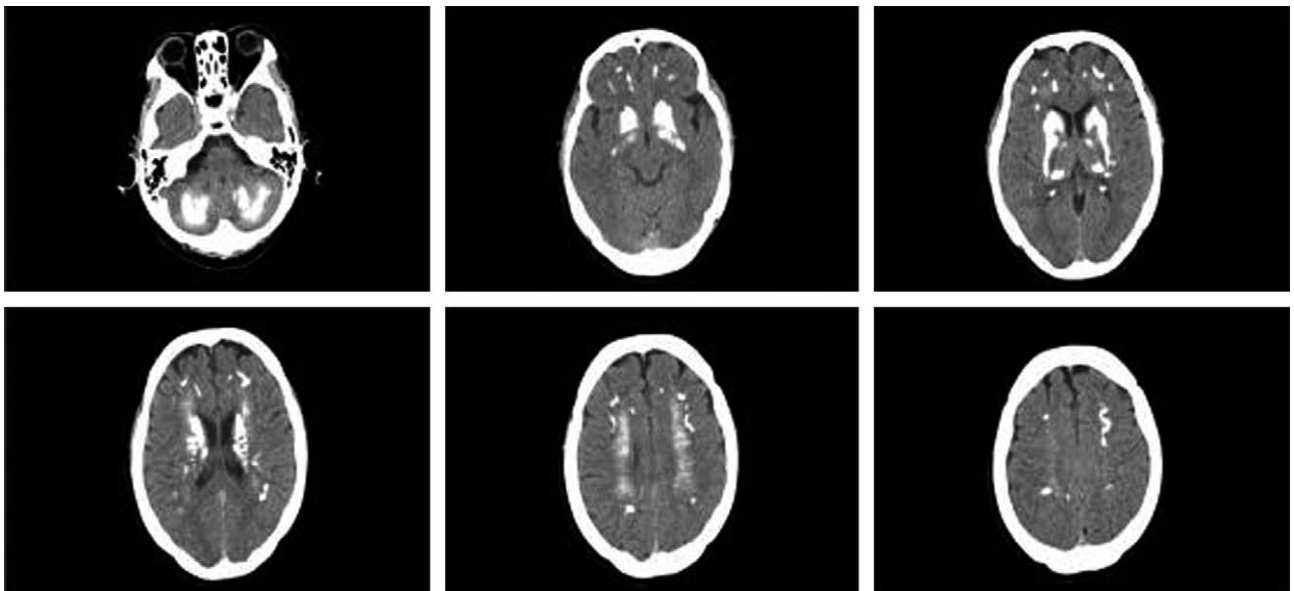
Brain CT shows extensive calcifications in both frontoparietal and temporal subcortical white matter and both BG and thalamus and cerebellum.
